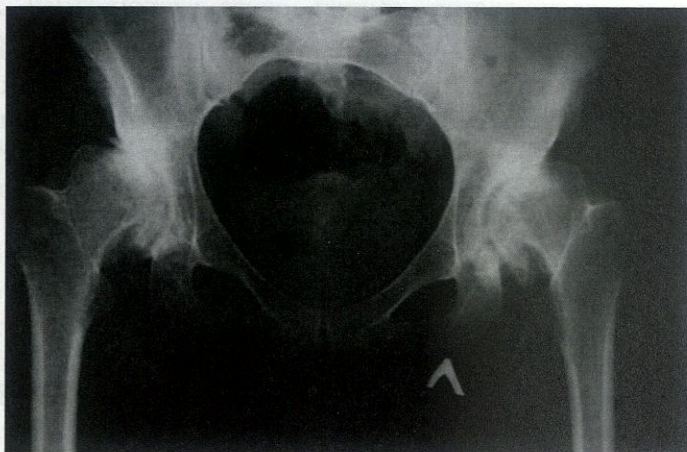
Рентгенограмма двустороннего диспластического коксартроза III ст. Деформация и подвывих головок бедренных костей, резкое сужение суставных щелей, остеофиты нижних полюсов вертлужных впадин и головок бедренных костей, остеосклероз нагружаемых отделов крыши вертлужной впадины
